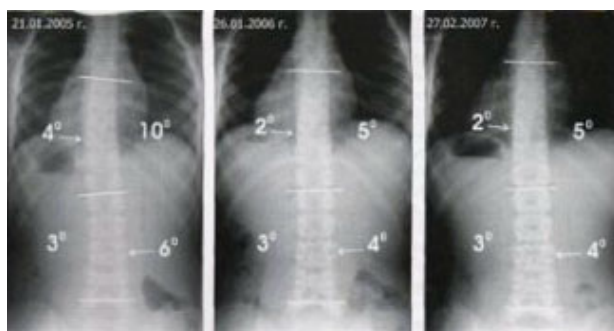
Вертикальна передньо-задня рентгенограма пацієнта Г. 1997 року народження в динаміці спостереження. Сколіоз I ступеня. Стрілками вказані кути ротації апікальних хребців T_{10} і L_3 основних дуг деформації
